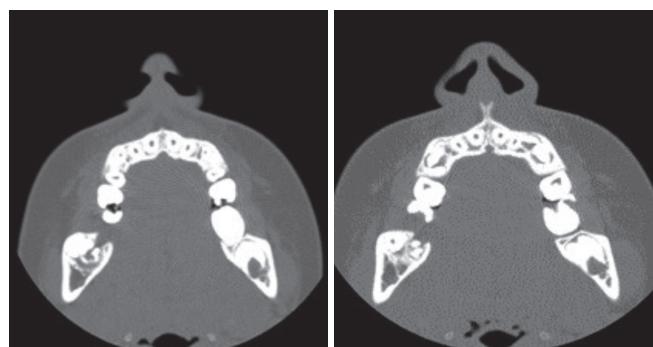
CT: two formations can be observed adjacent to tooth 46 compatible with compound odontoma.
